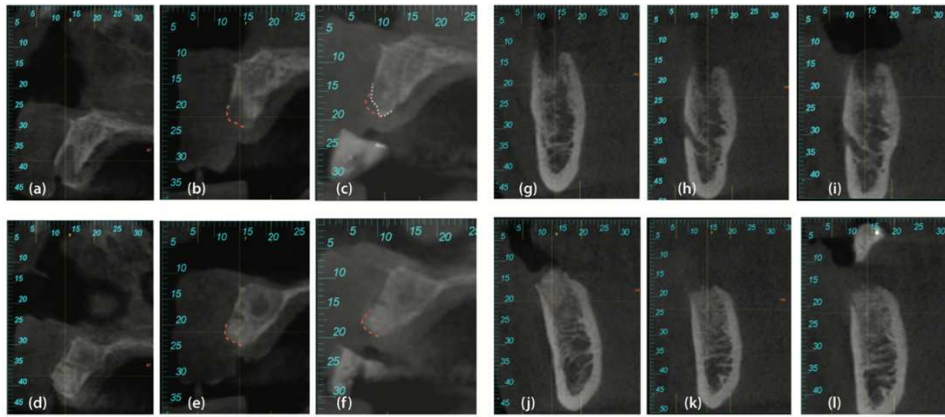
CBCT dos alvéolos de extração após a exodontia, às oito semanas e dezasseis semanas pós-operatórias. As imagens (a), (b), (c), (g), (h), (i) pertencem ao grupo controle. As imagens (d), (e), (f), (j), (k), (l) pertencem ao grupo de estudo. Imagens adaptadas de (Del Canto-Díaz et al., 2019).
